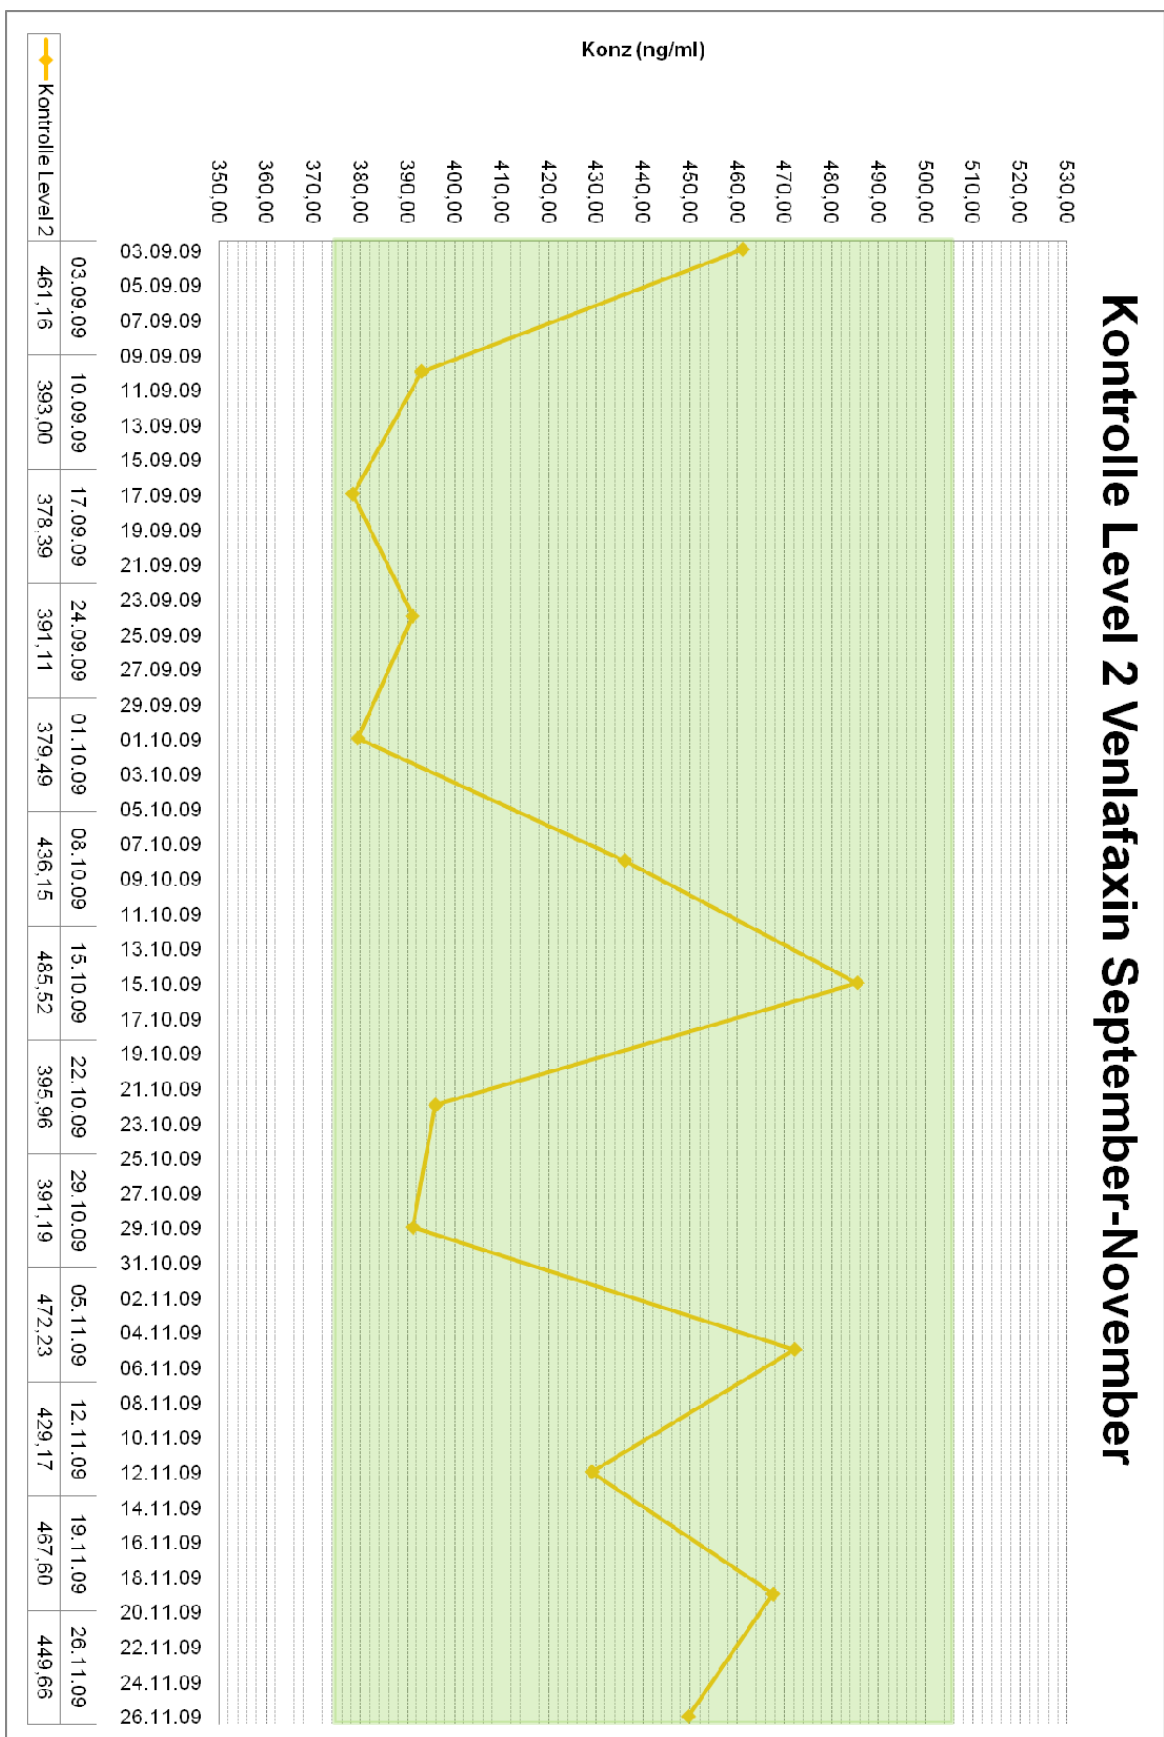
Kontrolle Level 2 Venlafaxin September-November (TDM 1a)
